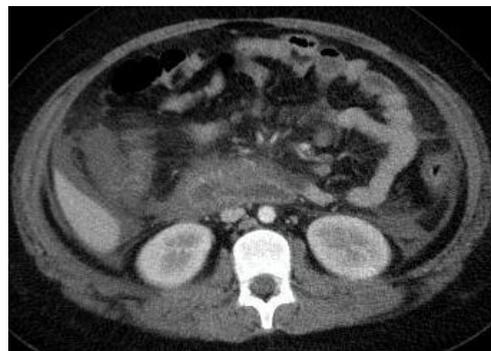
Tomografía abdominal
